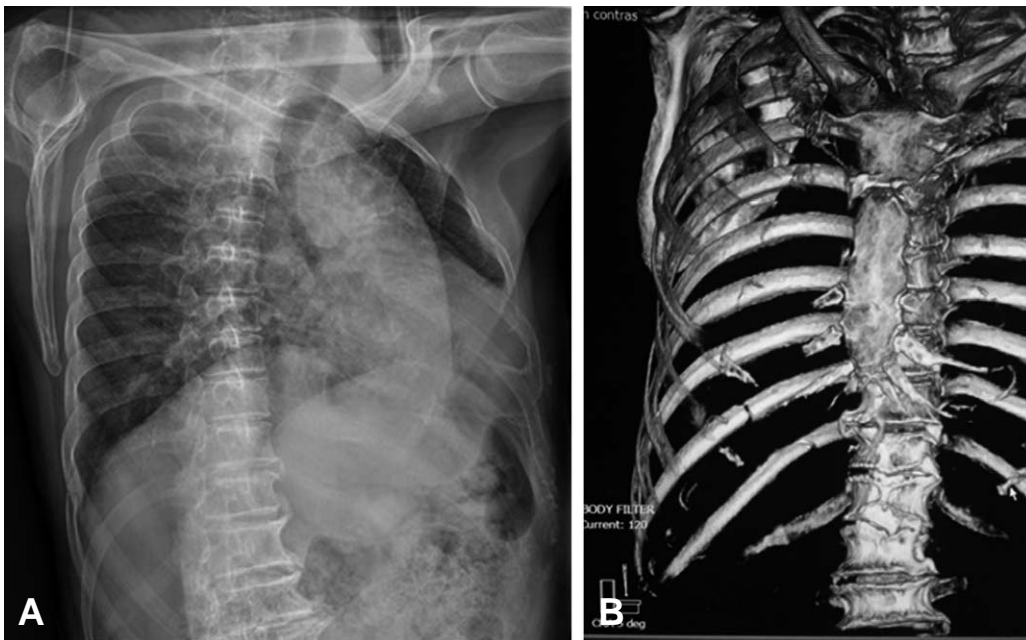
Rib series (A) and computed tomography (B) shows 10, 11 rib fracture.
